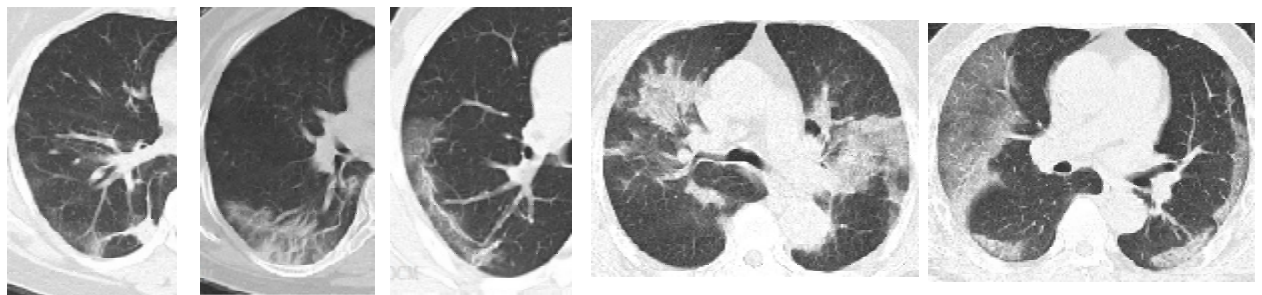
患者女,51岁,胸部 CT 示右肺下叶斑片状实变及索条影(吸收期)
